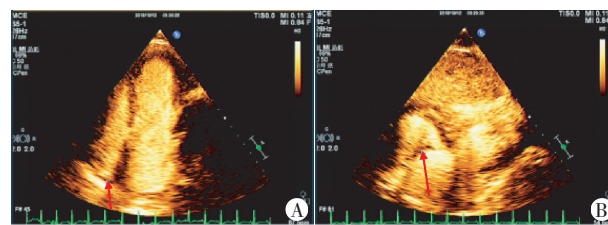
超声造影示右房内附加回声与心肌同步显影, 且增强强度与心肌相同(箭头示)
